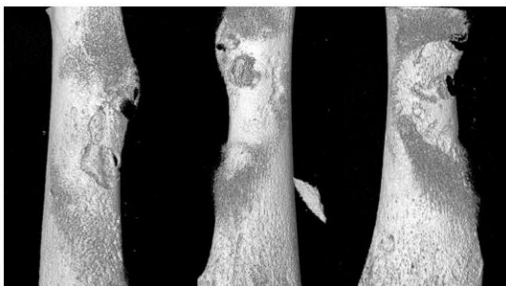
감염 MRSA 균주에 따른 쥐 대퇴골 골수염의 3차원 CT 소견. 초기 바늘로 대퇴골을 천자한 부위를 중심으로 피질골 파괴와 새로운 골이 형성되는 것을 3차원 소견으로 나타냄. ST72-MRSA (*agr* function)가 감염으로 인한 변화 정도가 가장 심함. Control은 phosphate-buffered saline 사용.
